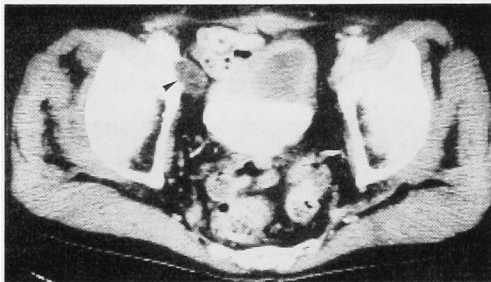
Postoperative CT scan showed small lymphocele in Case 1 (arrow head).
